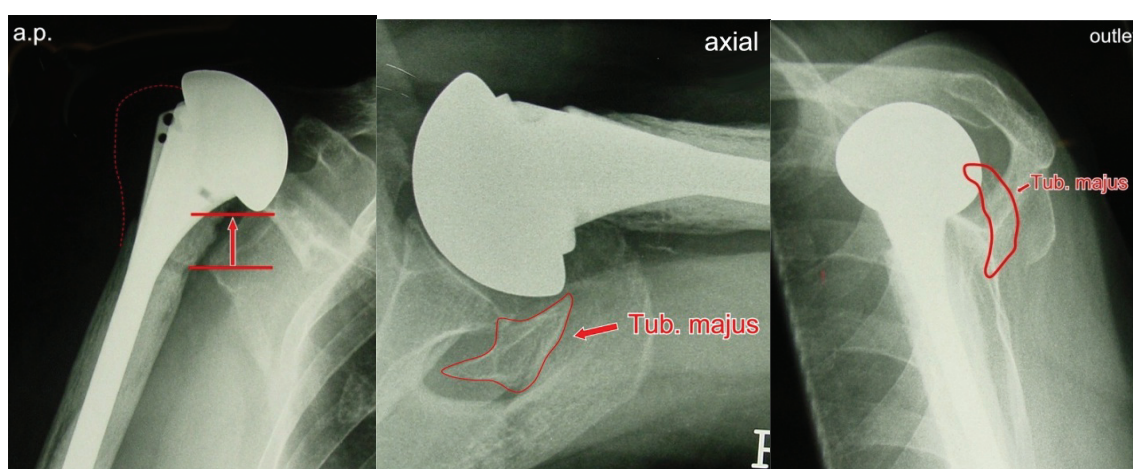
Röntgenserie (anterior-posteriore, axiale und Outlet-Aufnahme) einer Prothese mit einem nach dorsal und medial verschobenen Tuberculum-majus-Fragment. Auf der a.p.-Aufnahme ist das Fragment nicht sichtbar. Indirekt für eine Dysfunktion der Rotatorenmanschette spricht die superiore Migration des Kopfes auf dem a.p.-Bild.
